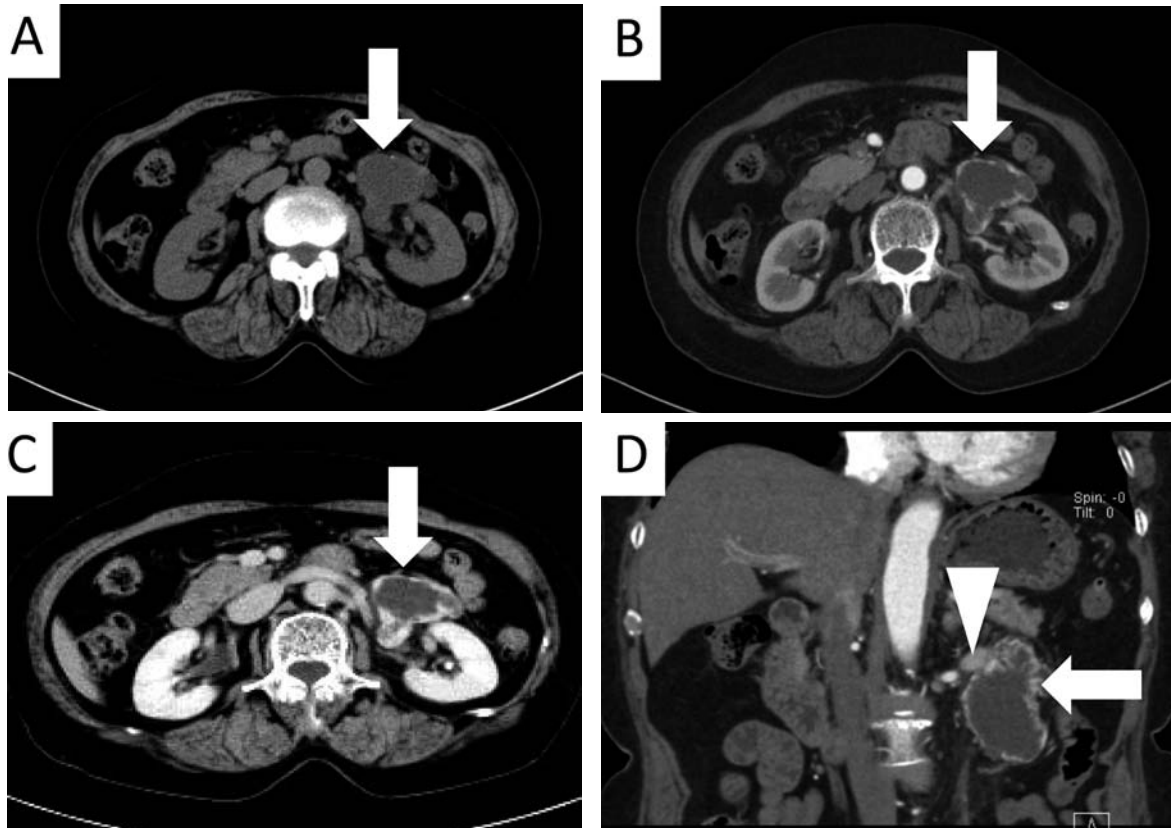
Abdominal CT showed cystic tumor in left renal hilum with contrast effect (A; without contrast media, B; arterial phase, C; venous phase, D; coronal section image of arterial phase).
